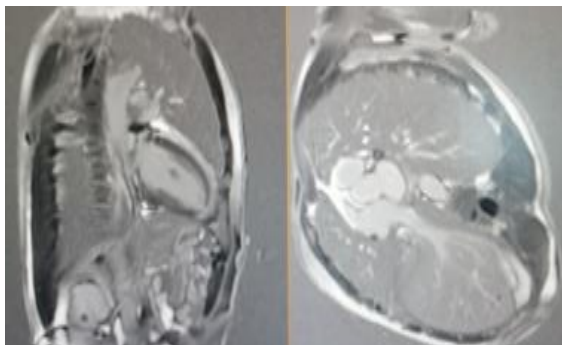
IRM myocardique du patient de 47 ans montrant une myocardite avec péricardite de petite abondance.
